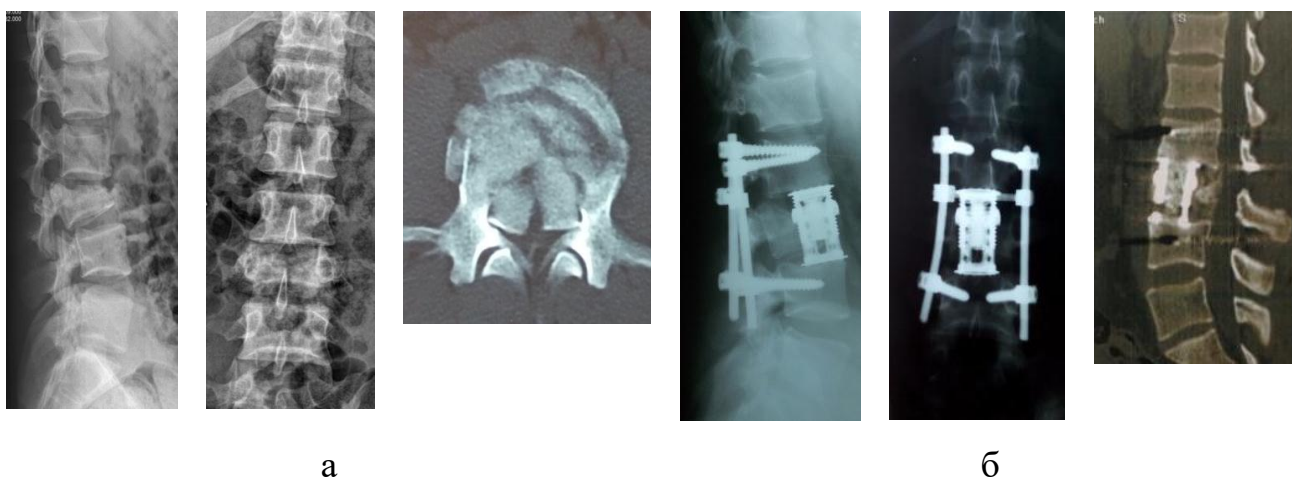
Рентгенограми та томограми хворого К., історія хвороби № 90651, до (а), після (б) хірургічного втручання
